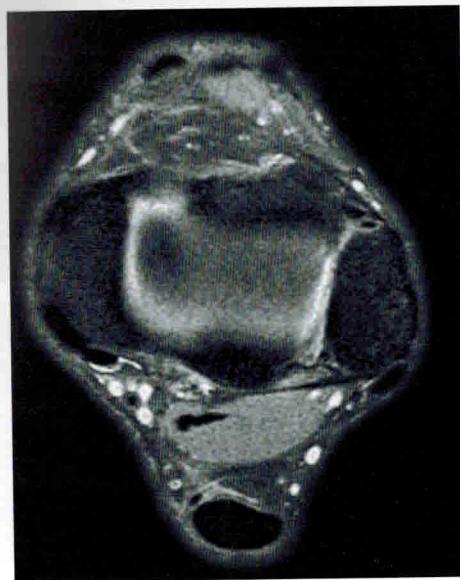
МРТ голеностопного сустава.
